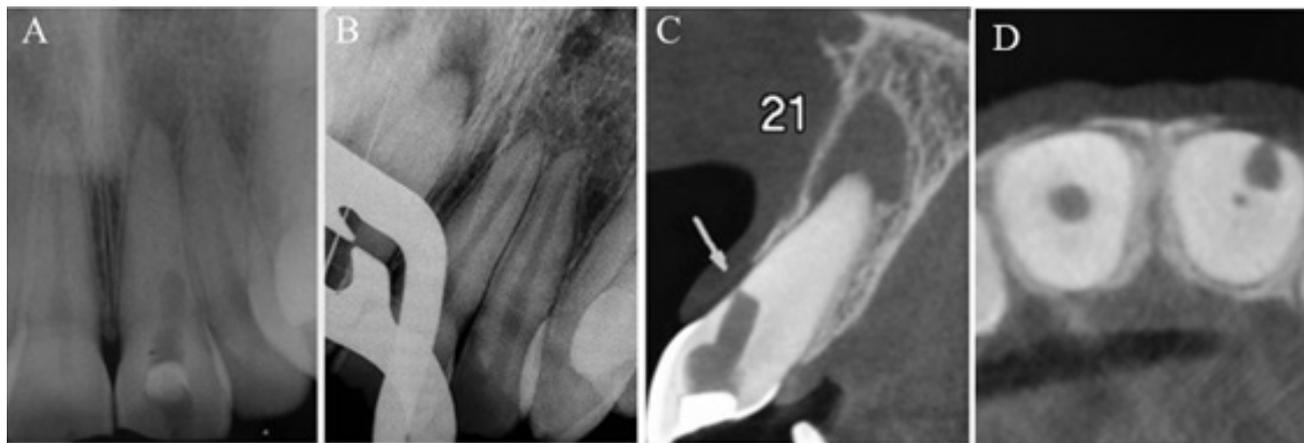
A) Radiografia periapical inicial; B) Radiografia com lima tipo K especial #08 na perfuração; C) Vista sagital em corte tomográfico do dente 21; D) Vista axial em corte tomográfico.
